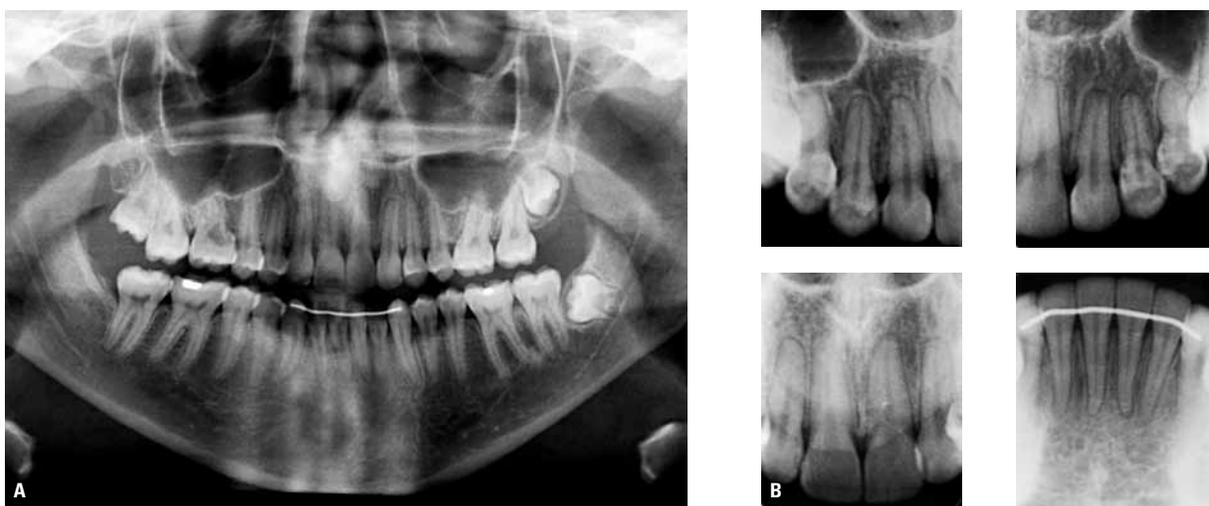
Radiografias panorâmica (A) e periapicais (B) finais.
